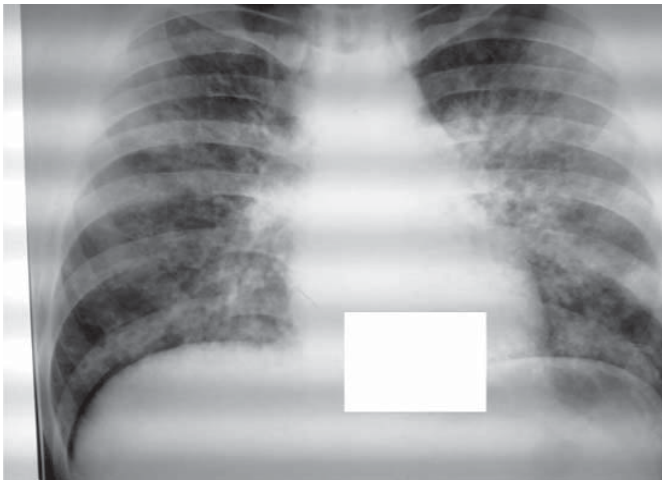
Рентгенограмма больного К.
